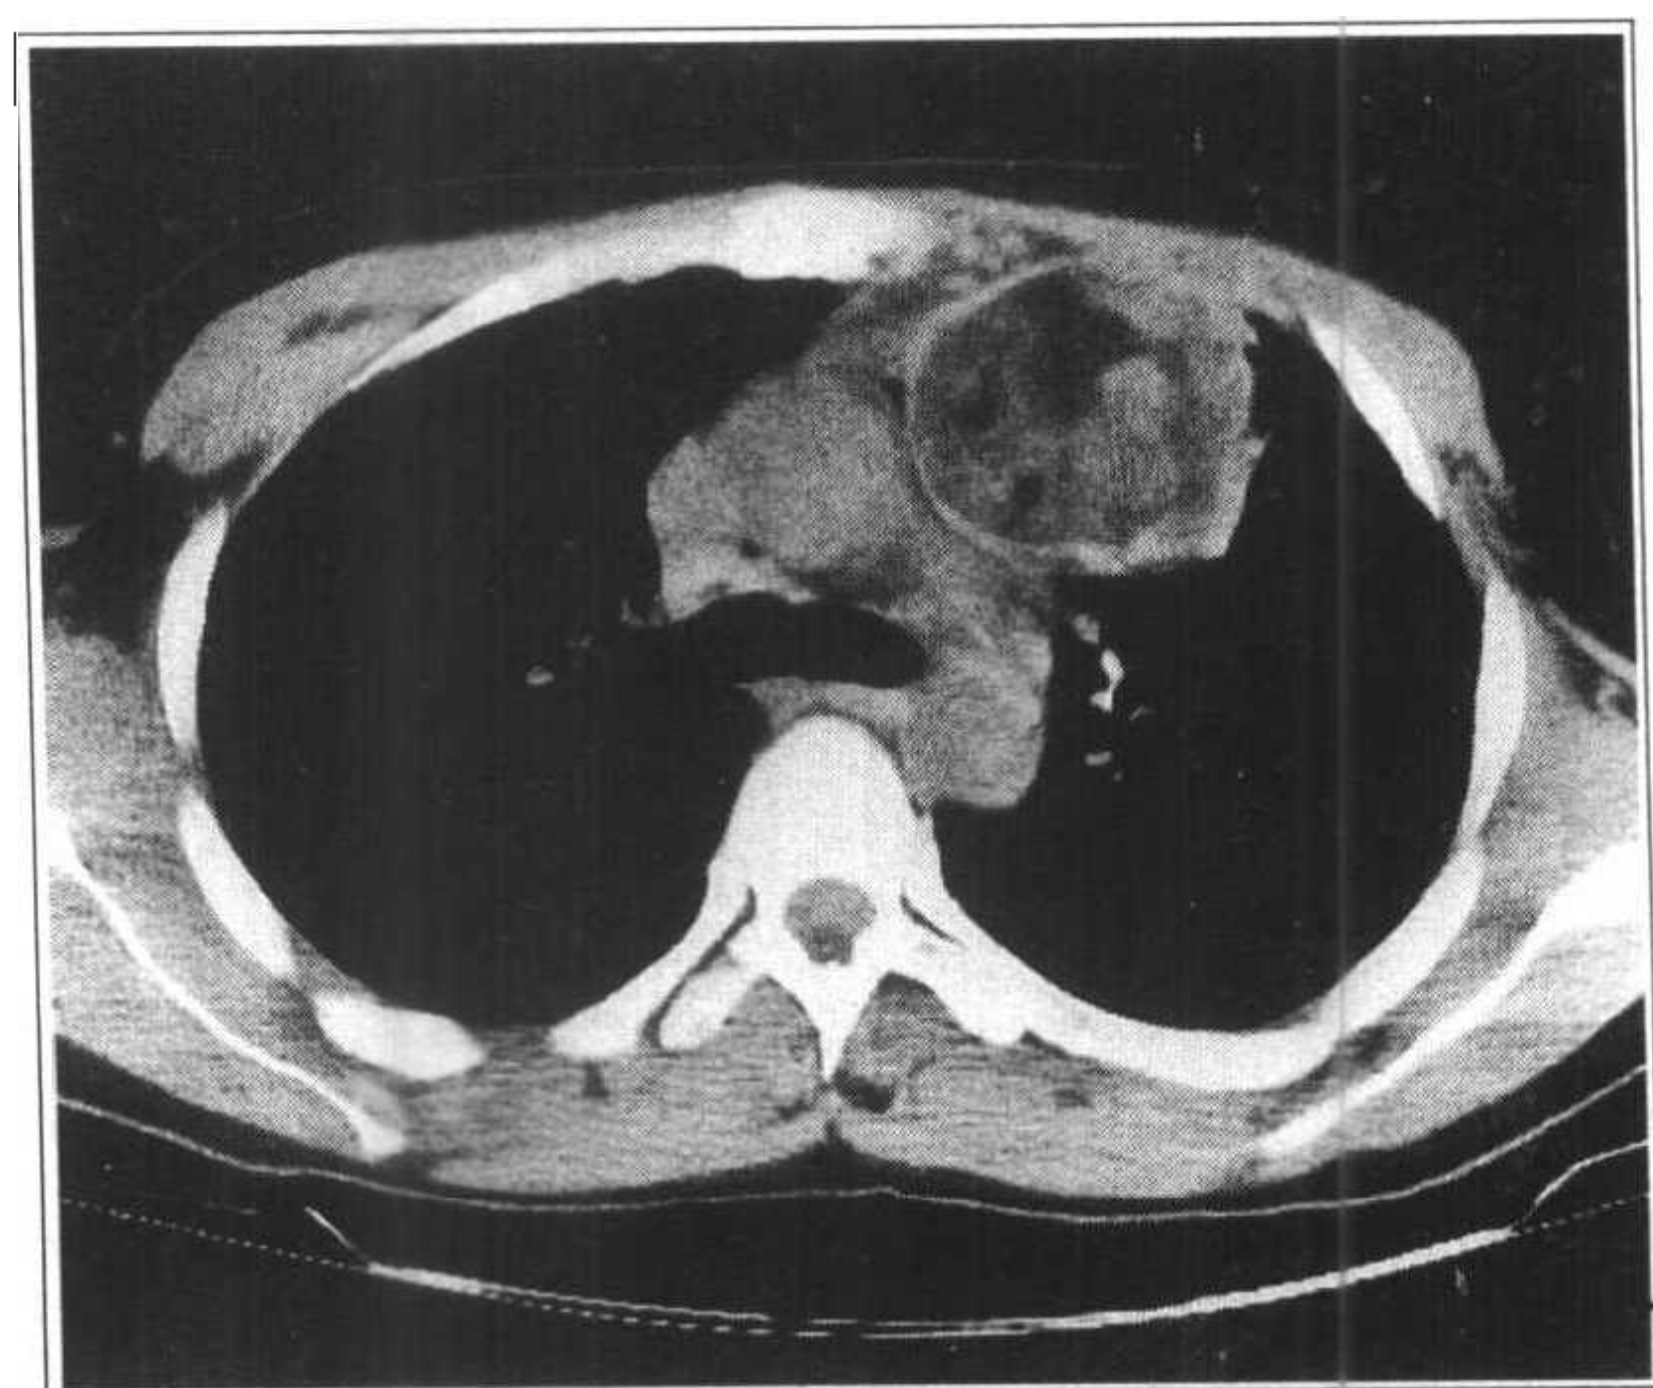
左前纵隔皮样囊肿，手术证实，囊内 CT 值不均匀，有脂肪及软组织密度
